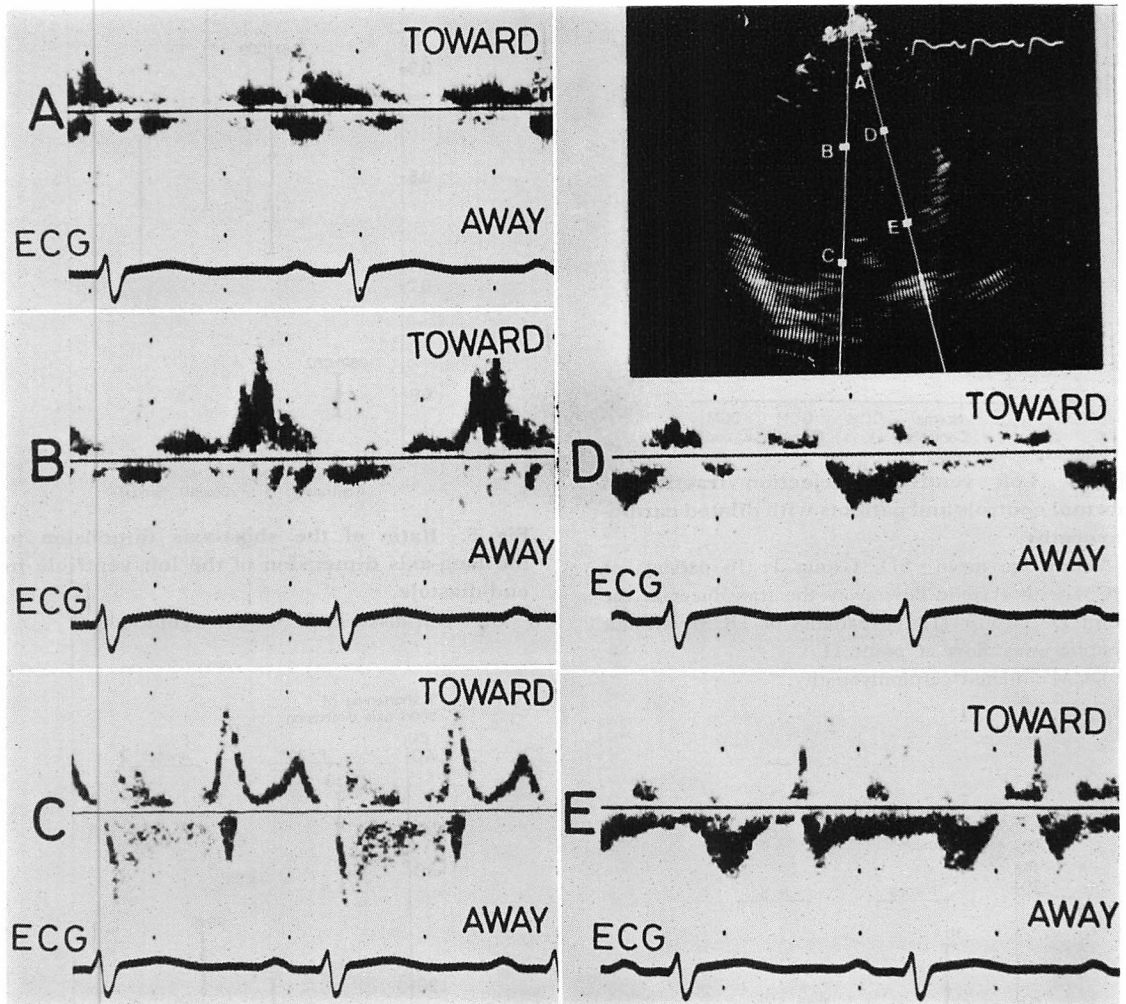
Pulsed Doppler echocardiograms of a patient with dilated cardiomyopathy (a 46-year-old female).
